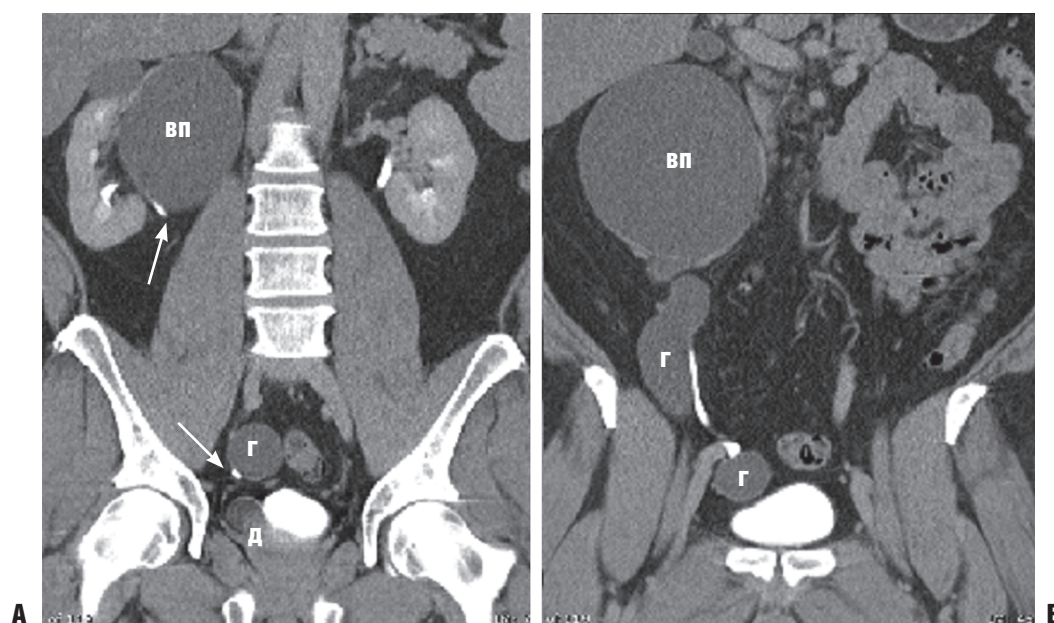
Два различных фронтальных среза при компьютерной томографии с экскреторной урографией в экскреторной фазе: А — гидронефроз верхней половины правой почки (вп) с отклонением мочеточника нижней половины почки в латеральном направлении (стрелки), д — дистальный отдел мочеточника; Б — гидронефроз верхней половины почки (вп) и гидроуретер (г).
